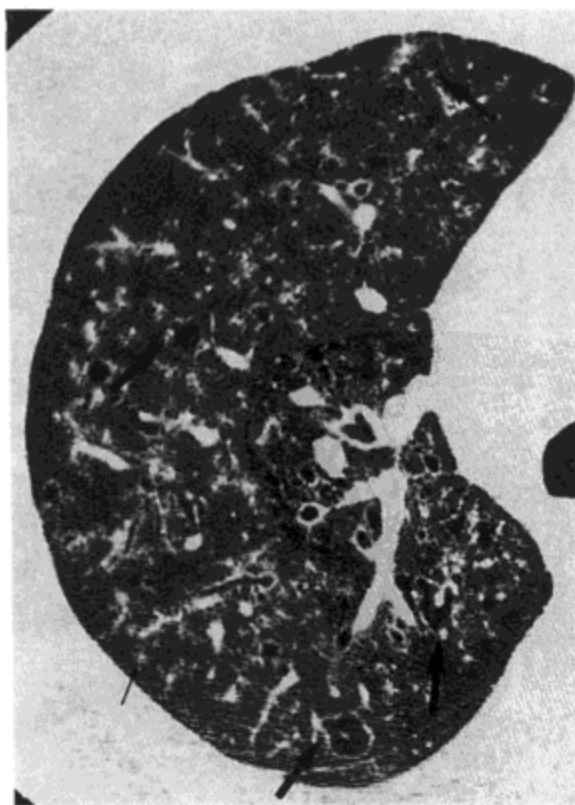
淋巴细胞性间质性肺炎。高分辨率CT影像示数个薄壁的囊(粗箭号)与数个模糊的,小叶中心性结节影(细箭号)。病人为一76岁的女性。
